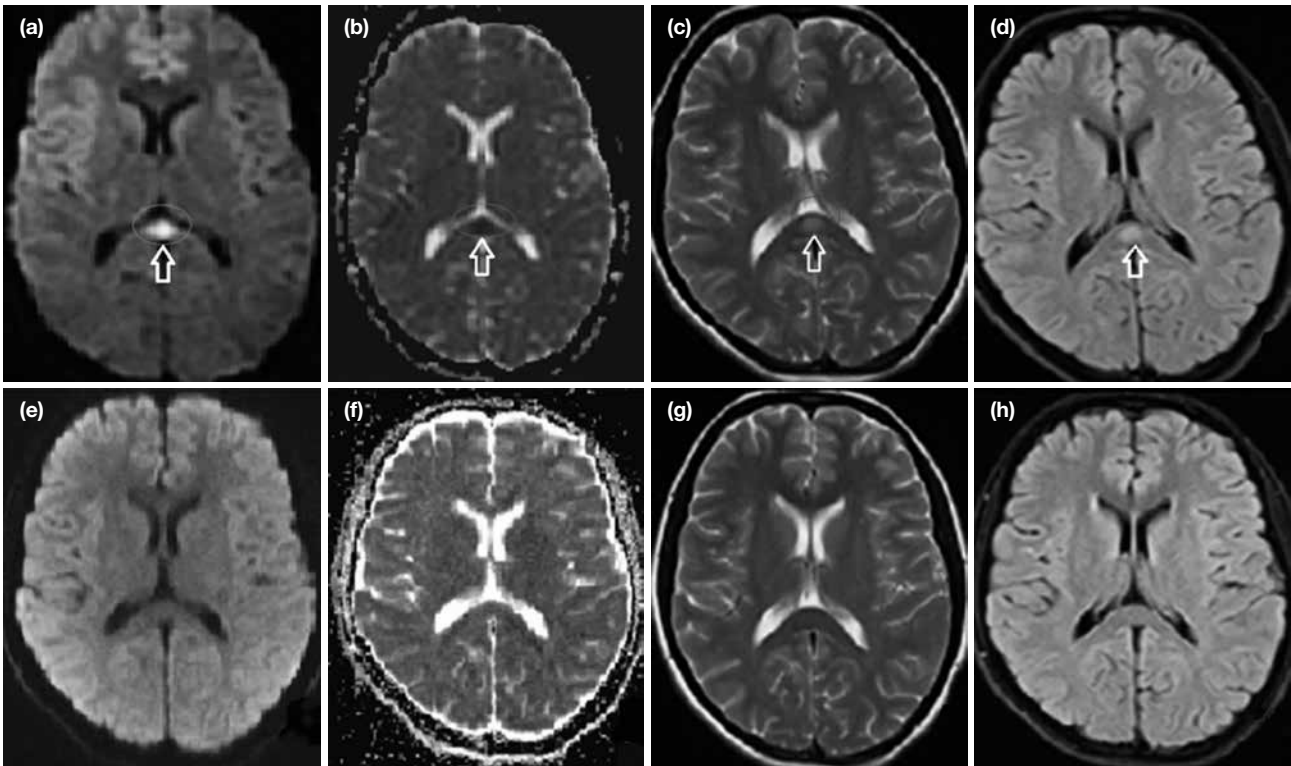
a-h. Magnetic resonance imaging of case 2: Initially (a-d); 10 days later (e-h). Diffusion weighed image (a, e); ADC mapping (b, f); T2 sequence (c, g); FLAIR sequence (d, h); The lesion in the splenium of corpus callosum resolved after 10 days.
